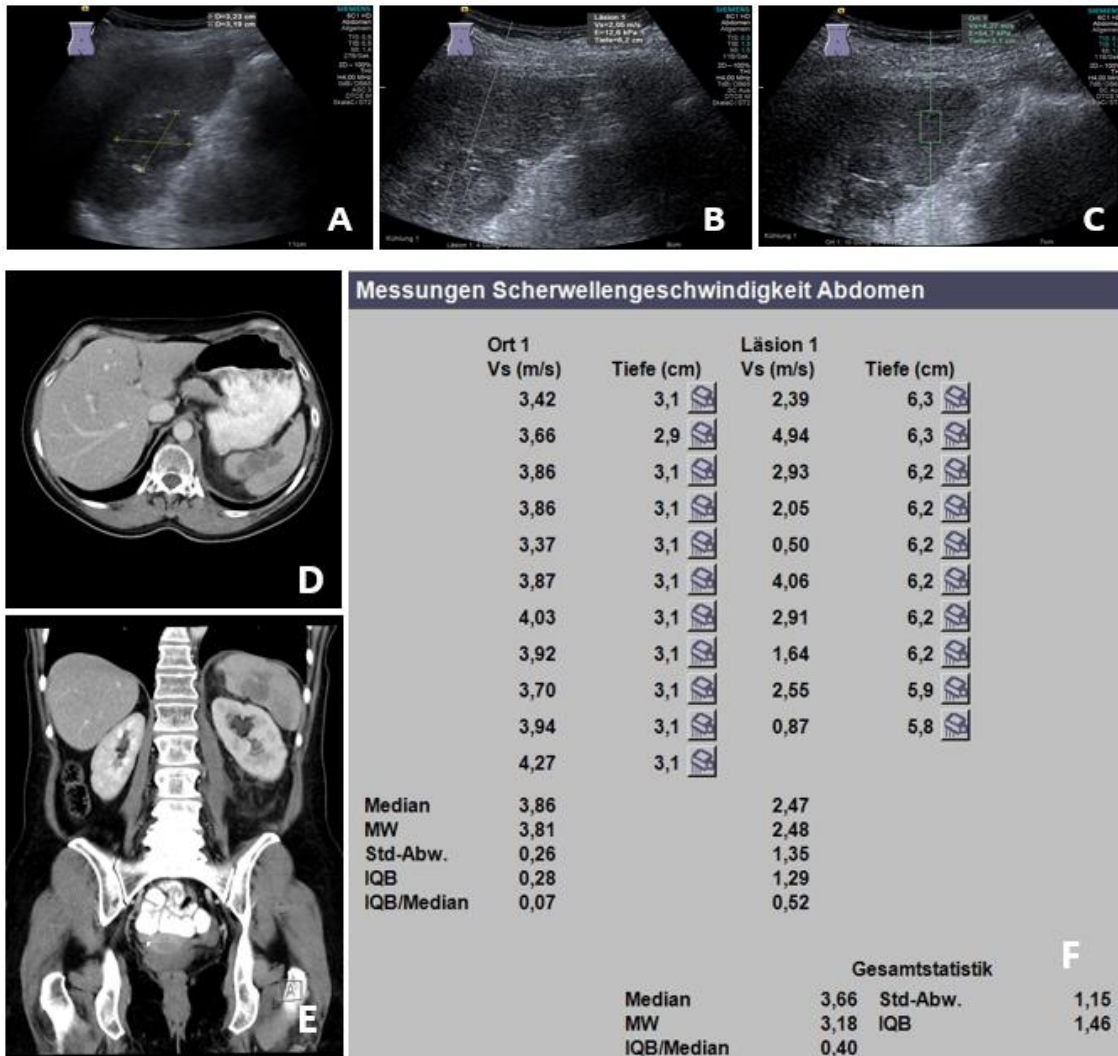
(Fall 5) Maligne fokale Milzläsion (mFSL) bei einer 57-jährigen Patientin mit Bauchschmerzen, A) Abdomensonographie mit einer echoarmen Milzläsion (3,23 x 3,19 cm), B) Elastographiebild, welches eine ARFI-Messung von 2,05 m/s innerhalb der Läsion zeigt, C) Elastographiebild, welches eine ARFI-Messung von 4,27 m/s innerhalb des Milzparenchyms zeigt, D) und E) CT derselben FSL, F) der endgültige ARFI-Bericht des Milzparenchyms (Ort 1) zeigt eine mittlere ARFI-Geschwindigkeit (MW) von 3,81 m/s und eine mittlere ARFI-Geschwindigkeit (MW) von 2,48 m/s der Läsion (Läsion 1). Die finale Diagnose war DLBCL. (Abb. Görg,C. Ultraschallzentrum, Marburg). CT-Bilder mit freundlicher Genehmigung Prof. Mahnken, Radiologie, UK-Marburg).
